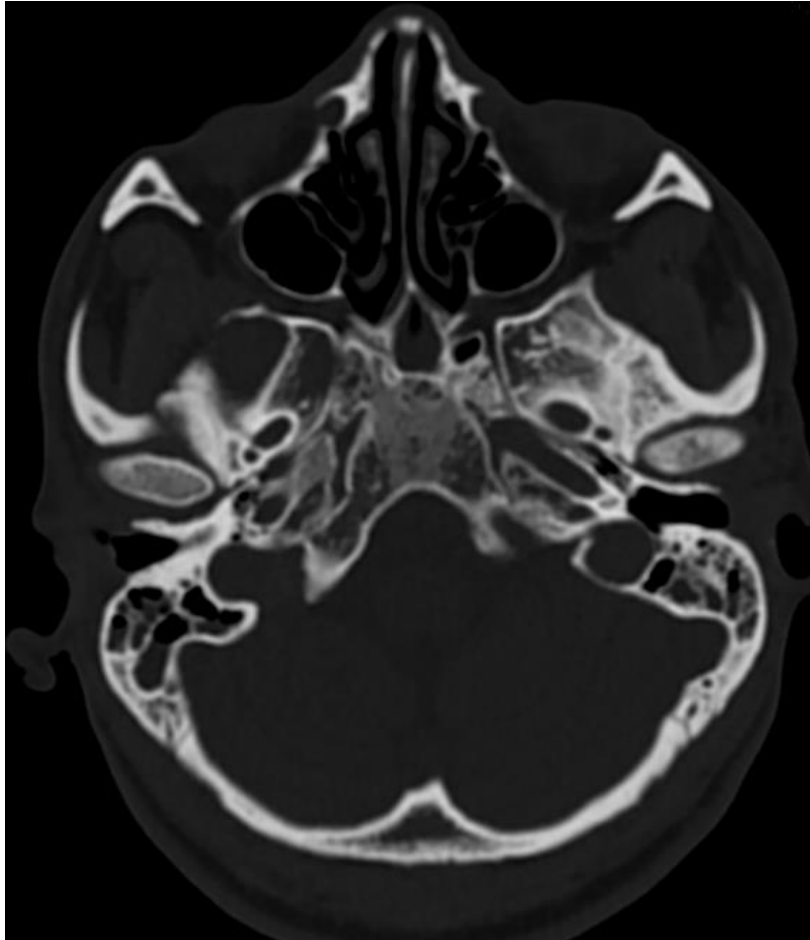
TC craneal en paciente con drepanocitosis. Se aprecian lesiones óseas y densidad eheterogénea
